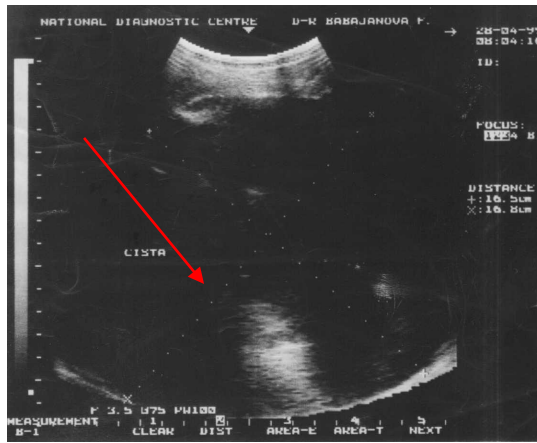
УЗИ печени. Гигантская однокамерная эхинококковая киста печени с четкими и ровными контурами
